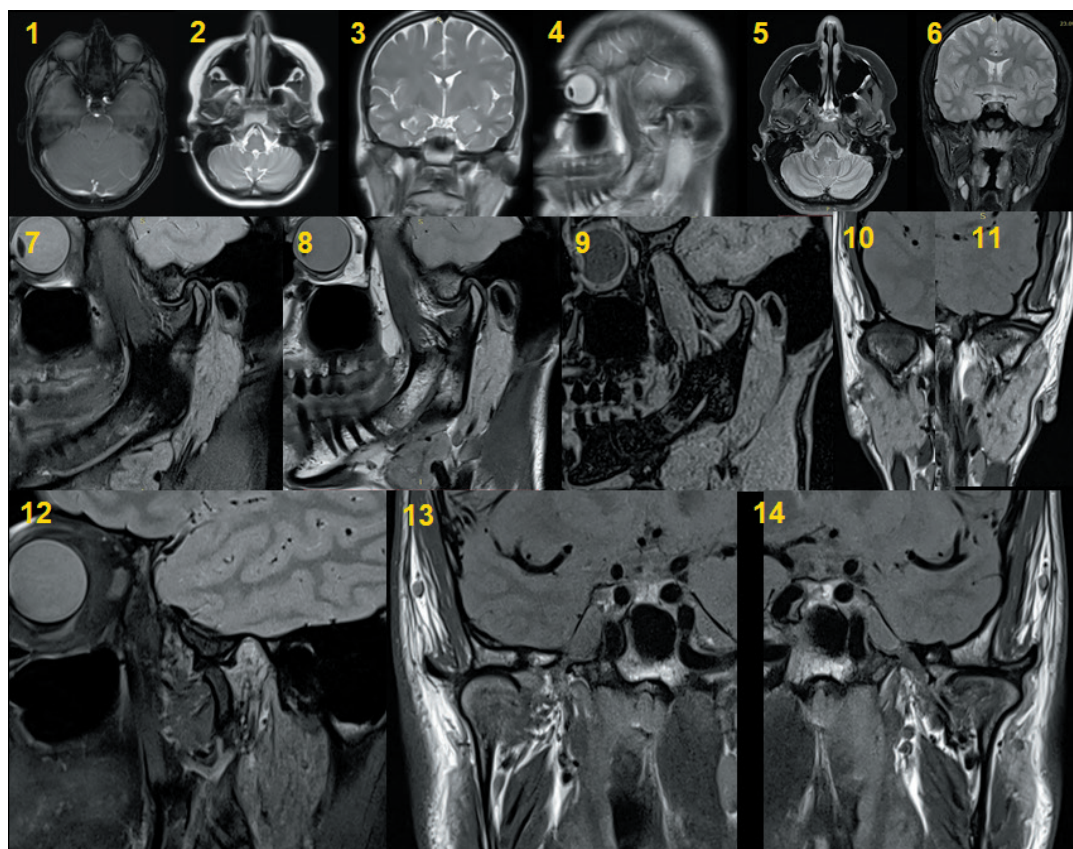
Стандартный протокол МРТ. 1–11: положение привычной окклюзии. 12–14: положение открытого рта.
